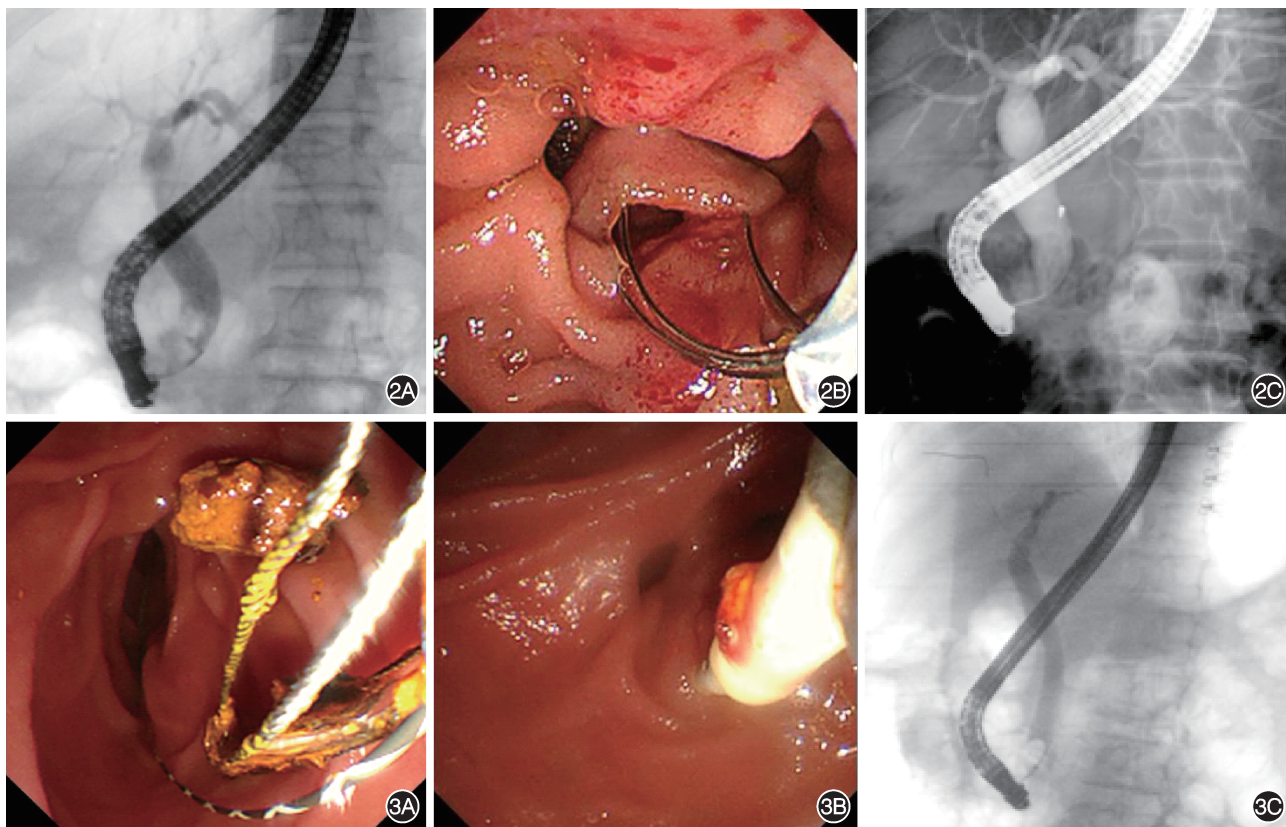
盐水组胆总管结石取石过程 2A:盐水组取石之前X线;2B:网篮支撑乳头开口抽吸生理盐水并观察盐水中有无小结石及胆泥;2C:取石后胆道造影可见胆总管内无明显负影 图3 球囊组胆总管结石取石过程 3A:球囊组使用网篮结石;3B:取石球囊取出小结石;3C:球囊阻塞造影可见胆总管内无明显负影
